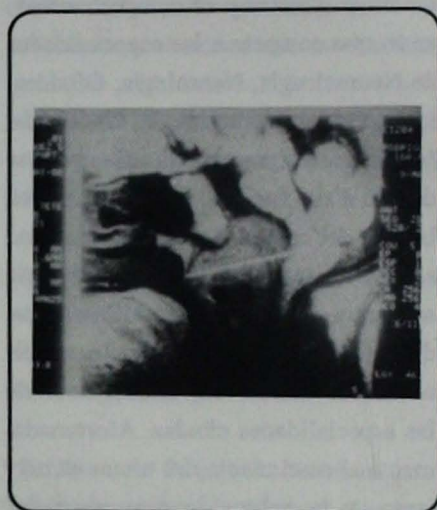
Imagen por resonancia magnética preoperatoria, corte sagital que muestra cordoma de 4.8 cm que comprime al bulbo y unión bulboprotuberancial importante y protruye en la faringe posterior.
